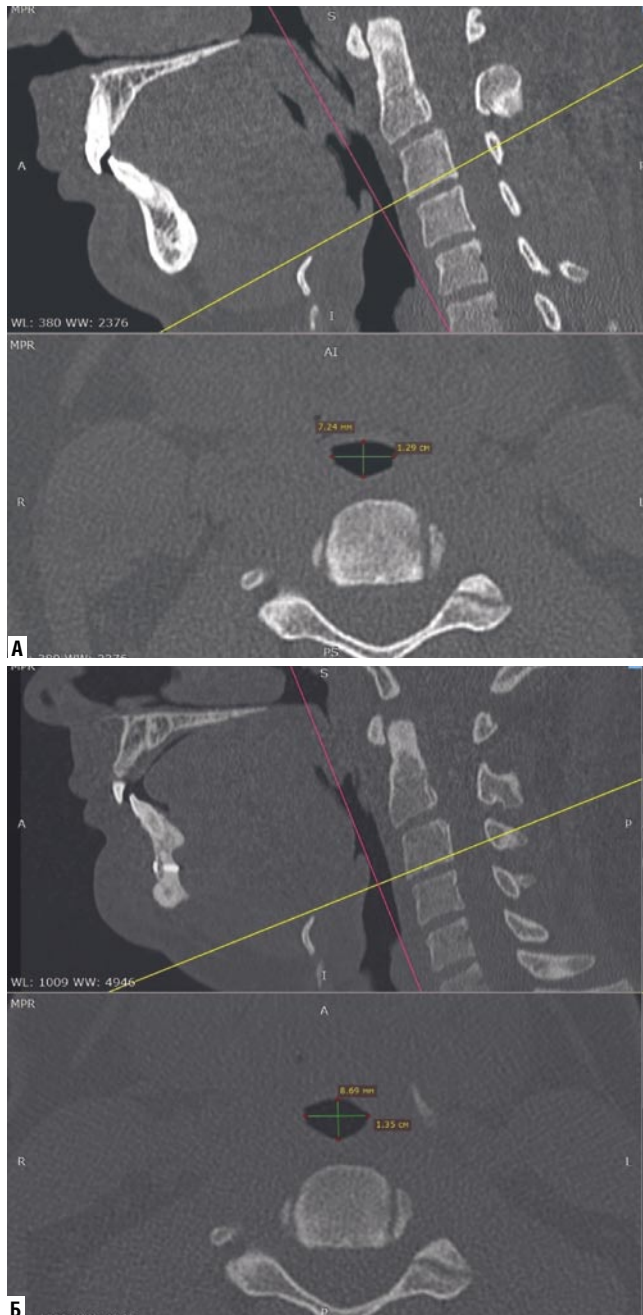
КТ пациента с тяжёлой степенью СОАС и с обструкцией тканей на гипофарингеальном уровне (А — до операции, Б — после операции).
